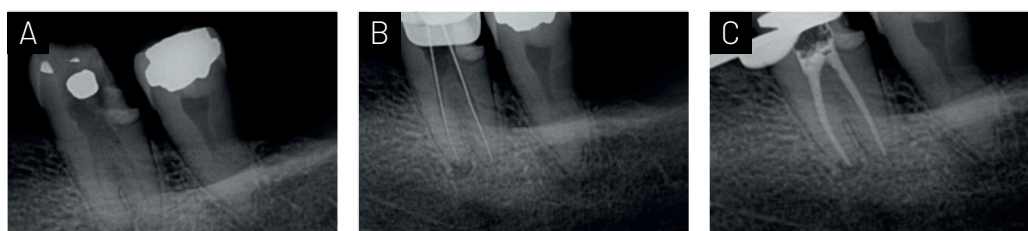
Radiografía de diagnóstico (A), Conductometría de los conductos radiculares mesial y distal (B) y obturación final con conos de gutapercha de conicidad 40.04, calibrados (C).
